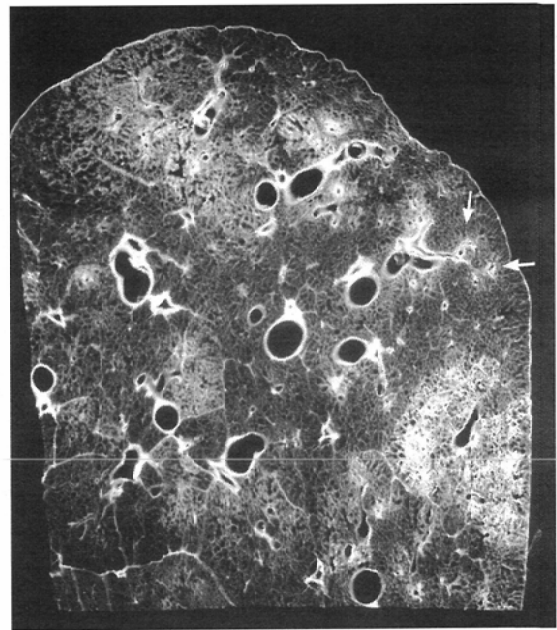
Radiograph of a 1 mm-thick section of inflated lung with bronchopneumonia. Note the patchy distribution of the pathological processes. In the area of lung showing early changes, centrilobular ill-defined opacities (arrows) are demonstrated.
